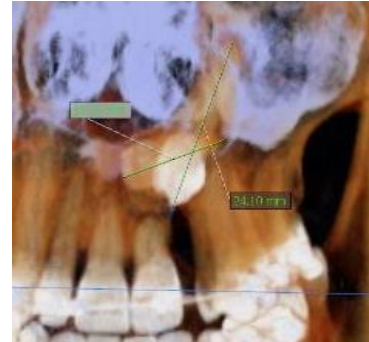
Tomografía volumétrica en diferentes cortes.
